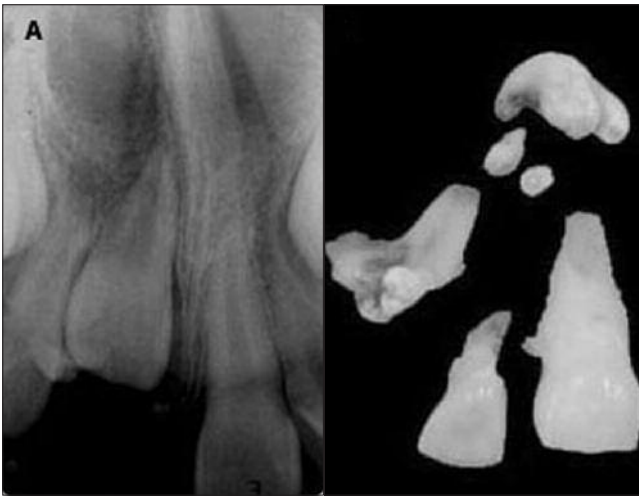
Radiografia trans-operatória (A). Dentes decíduos e odontoma composto removidos (B)
